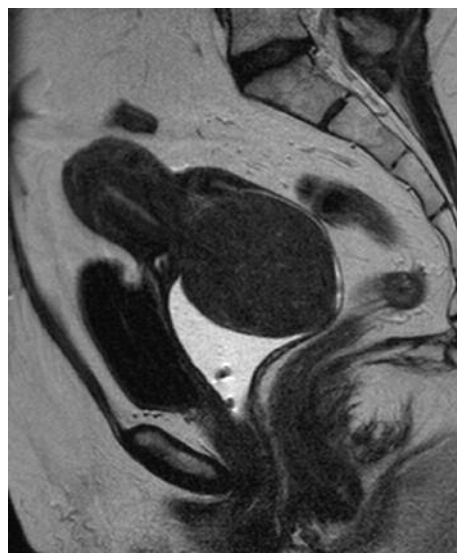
RM. Masa endocervical de 67 x 61 x 60 mm que protruye en cavidad vaginal.
